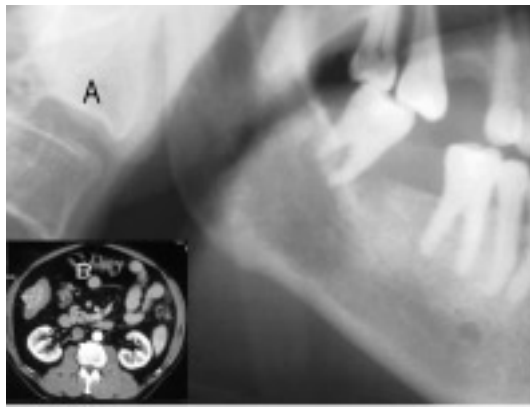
A. Orthopantomografía en la que se aprecia una imagen osteolítica en el cuerpo mandibular derecho, junto a una zona de mayor radiodensidad en relación con la raíz distal del molar. B. Tomografía computarizada correspondiente al tumor primario.
